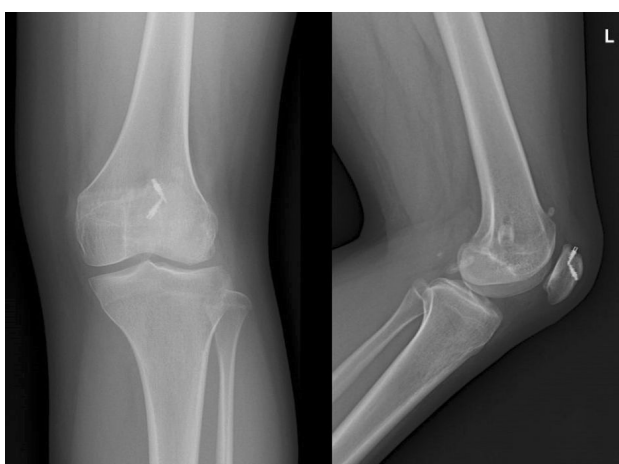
患者,女,16岁,术后12个月膝关节正侧位X线片
